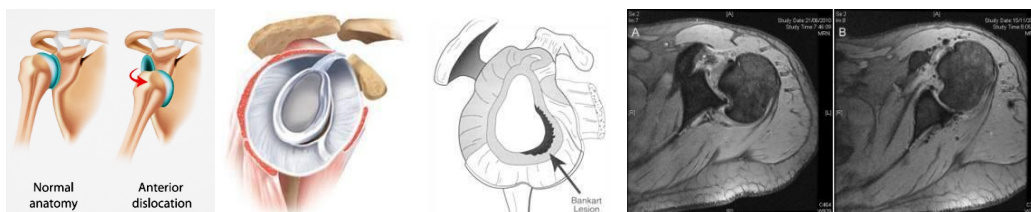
Visión esquemática de una luxación anterior. Detalle esquemático de la lesión de Bankart del labrum anteroinferior. Imagen por resonancia magnética de la lesión de Hill Sachs de la cabeza humeral.
